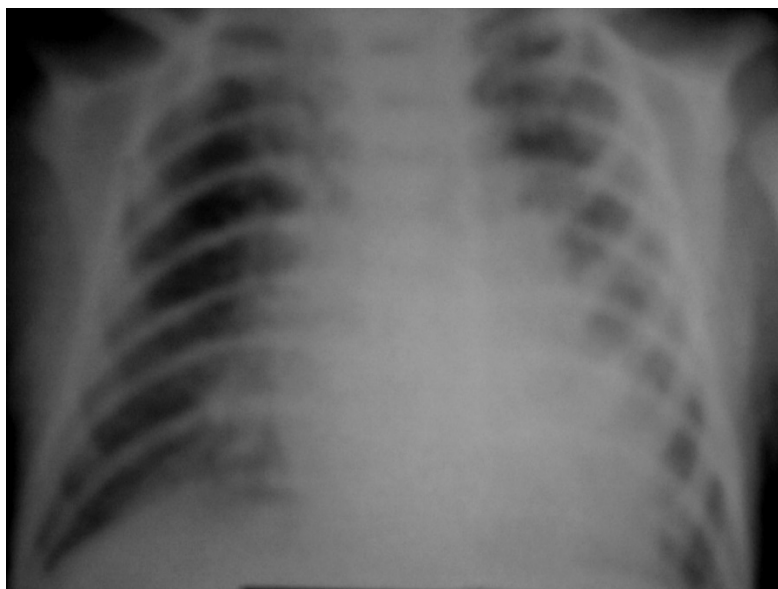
Рентгенограмма ребенка К., 7 дней. Срок гестации 35-36 недель. Ателектатическая пневмония. На фоне гиповентиляции легких диффузно распространенные мелкоочаговые тени слабой и средней интенсивности, с тенденцией к слиянию. Нодозно-ретикулярная деформация легочного рисунка. Корни инфильтративно уплотнены и расширены. Контурсы сердца нечеткие.
